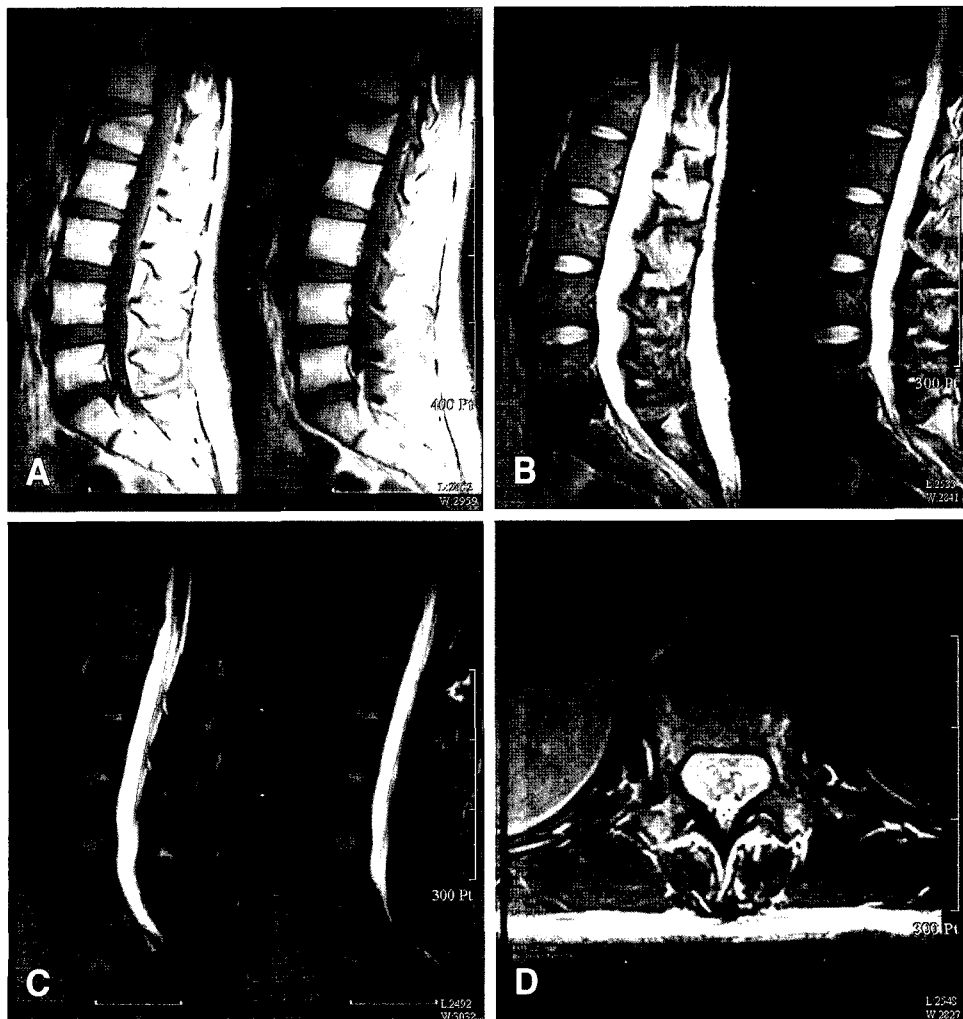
(A-D) Sagittal(T1, T2 Fat suppression) and axial sections on MRI demonstrate the change of signal intensity within the fractured vertebra but, there is no evidence of canal encroachment and posterior ligament complex injury.
